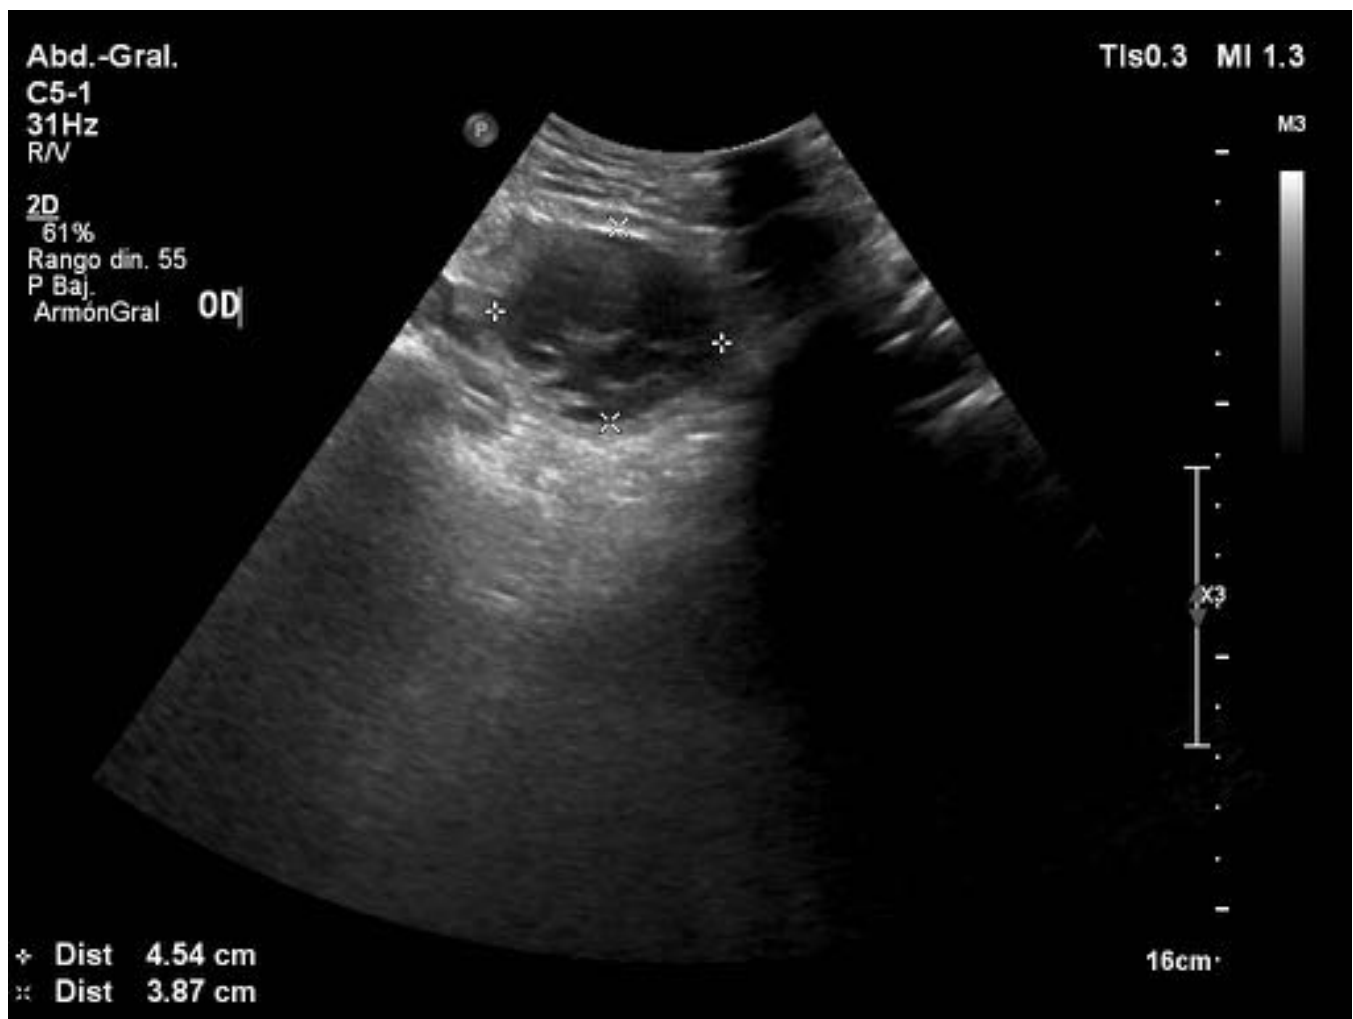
Endometrioma ovárico en ecografía pélvica. Lesión anexial quística, de paredes gruesas, con ecos finos en su interior. Hallazgos en relación con endometrioma
